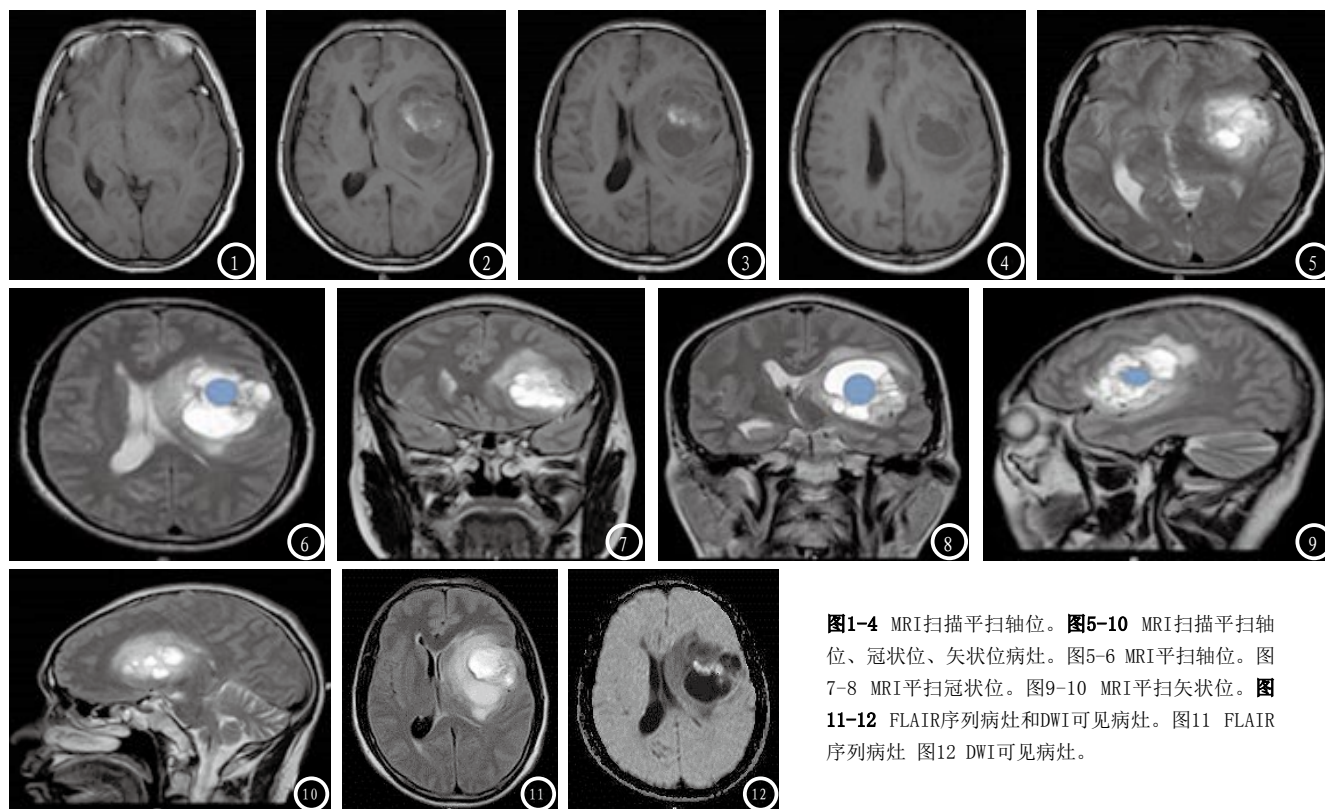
MRI扫描平扫轴位。图5-10 MRI扫描平扫轴位、冠状位、矢状位病灶。图5-6 MRI平扫轴位。图7-8 MRI平扫冠状位。图9-10 MRI平扫矢状位。图11-12 FLAIR序列病灶和DWI可见病灶。图11 FLAIR序列病灶 图12 DWI可见病灶。
